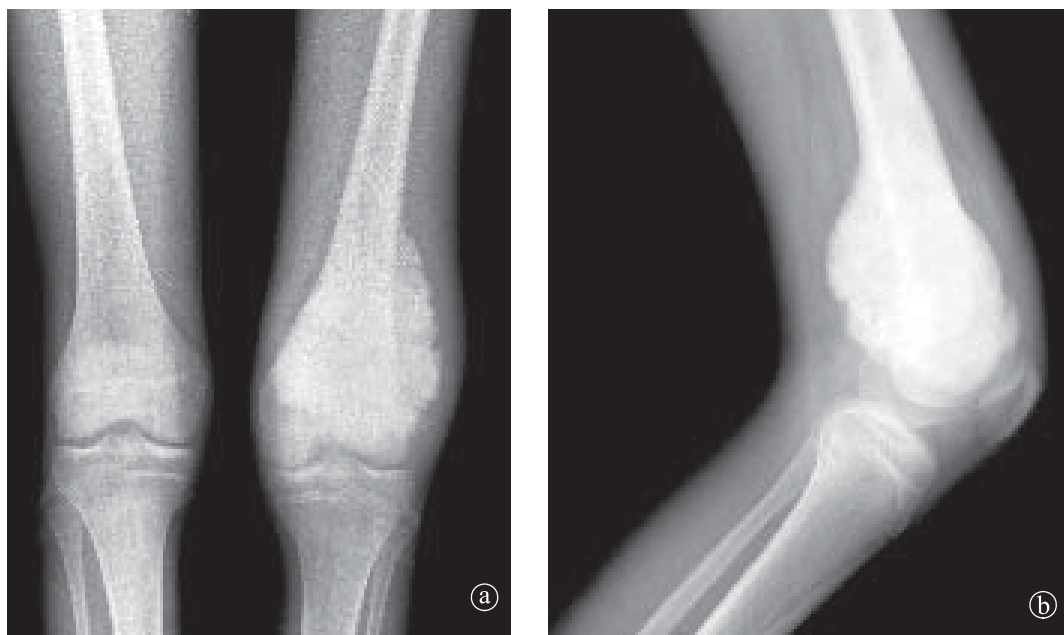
23. Osteosarcom osteogenic, femur stâng. a) Radiografie comparativă de genunchi AP, b) Radiografie LL stâng.
